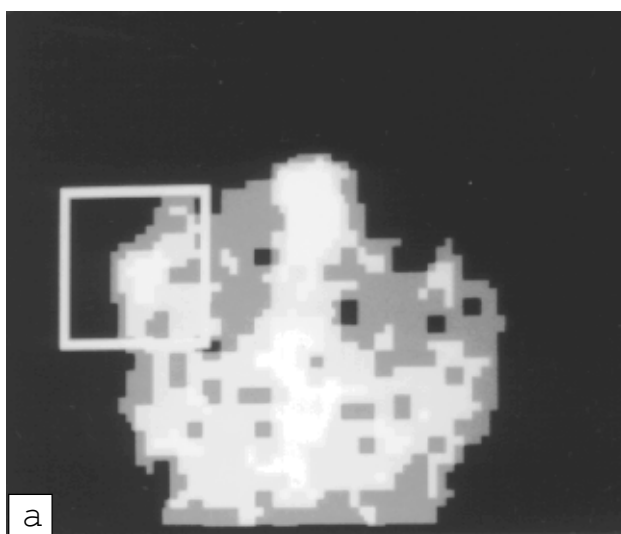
Енцефалоангіосцинтиграма хворого П.: а – до операції. В передній проекції – осередок АВМ у правій тім'яній ділянці; б – після операції. Осередкове утворення відсутнє, що свідчить про тотальне виключення АВМ
